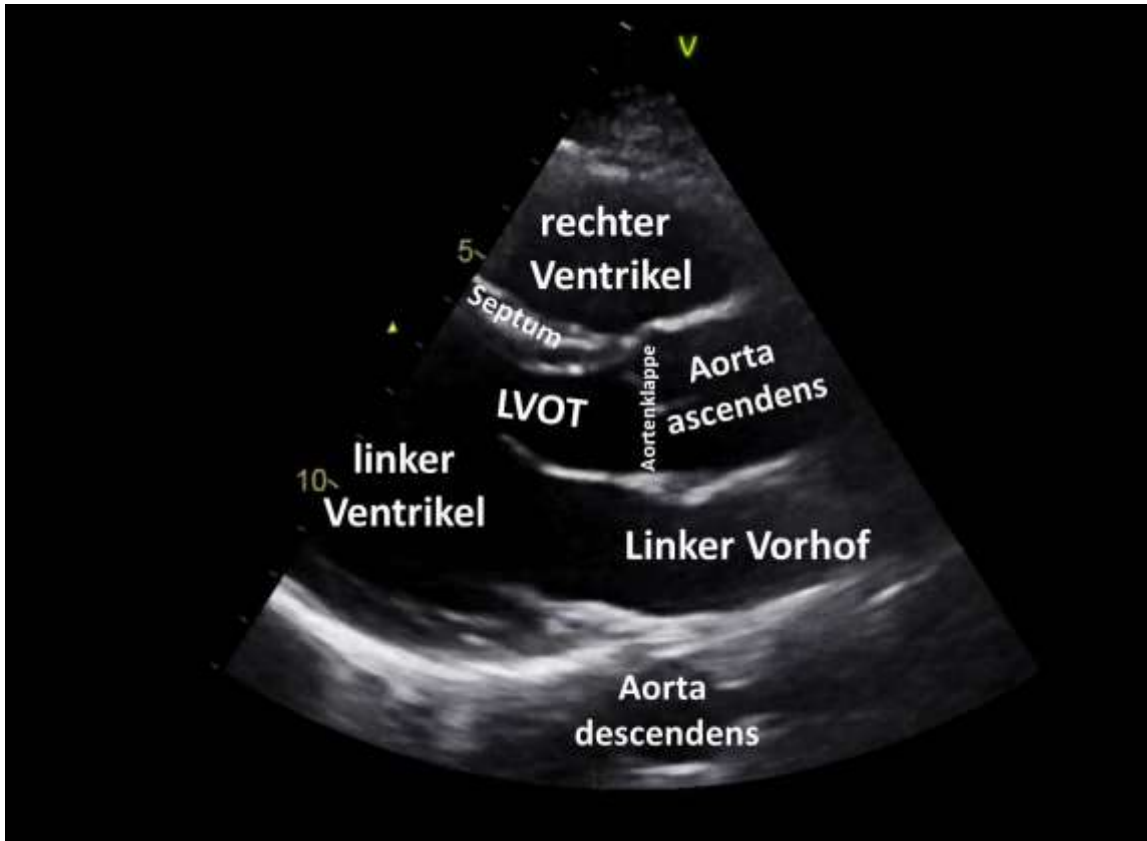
Echokardiographisches Beispielbild in der parasternal langen Achse (113)
